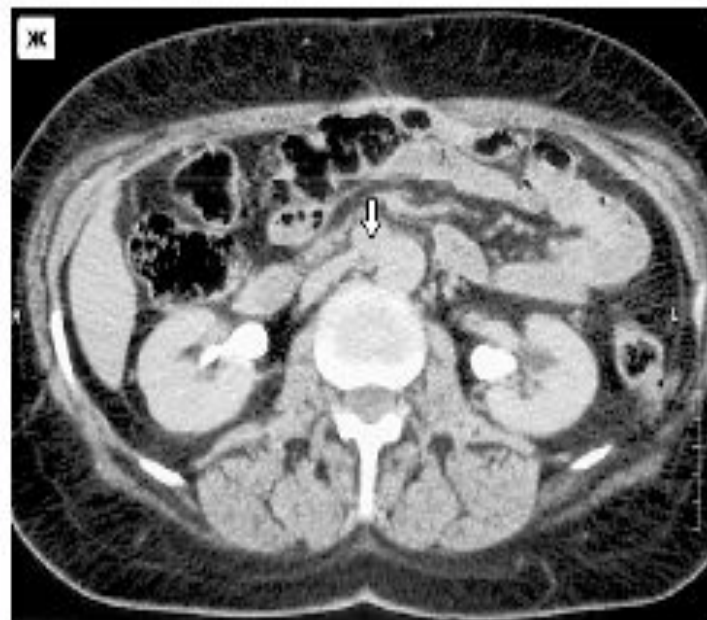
Хромаффинные опухоли вненадпочечниковой локализации. КТ. а, б – параганглиома в малом тазу (проекция так называемого органа Цукеркандля) до контрастного усиления (а) и после него (б). Изображение опухоли значительно увеличивает свою плотность после внутривенного контрастного усиления (б). в–е – гломусная опухоль в области бифуркации сонной артерии; КТ с контрастным усилением; гипervasкулярное образование, хорошо видимое на трехмерных реконструкциях (стрелка). ж, з – парааортальная хромаффинная опухоль; КТ после контрастного усиления. Гипervasкулярное образование указано стрелкой.
